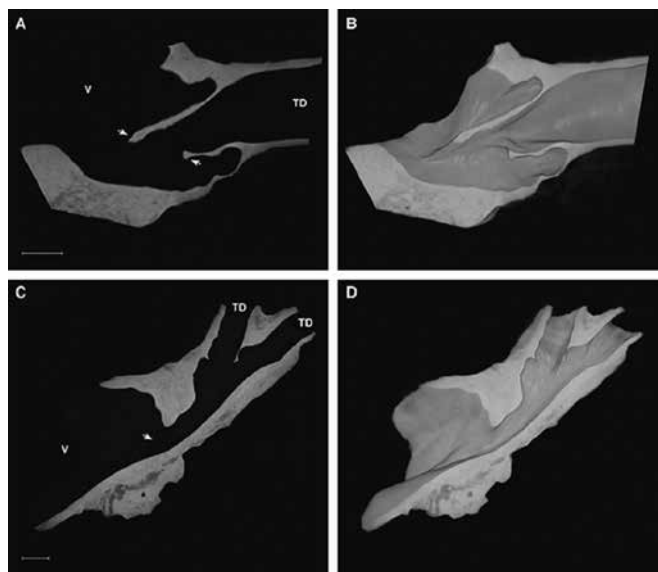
Микрокомпьютерная томография клапанных и бесклапанных ЛВС (масштабная линейка A, B – 1 мм; C, D – 0,7 мм). A – двустворчатый полулунный клапан (стрелки); B – объёмная визуализация разреза A; C – бесклапанный ЛВС (стрелка); D – объёмная визуализация разреза C; V – венозный просвет; TD – грудной проток [8]
